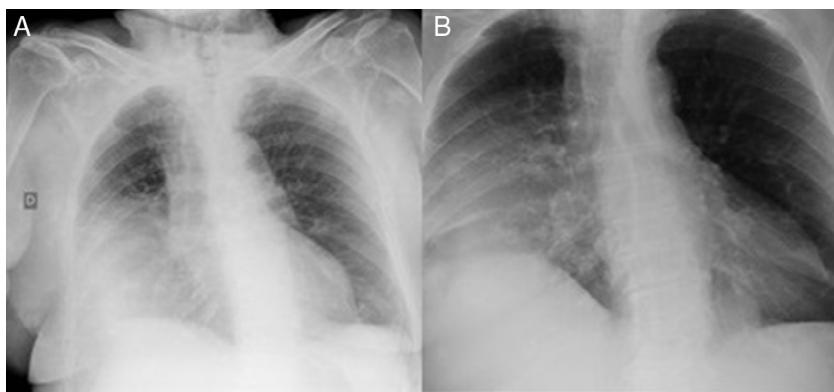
A) Radiografía de tórax donde se visualiza consolidación parenquimatosa en campo medio y base pulmonar derecha. B) Radiografía de tórax con mejoría de la consolidación y pérdida de volumen de dicho hemitórax y/o elevación hemidiafragmática.
